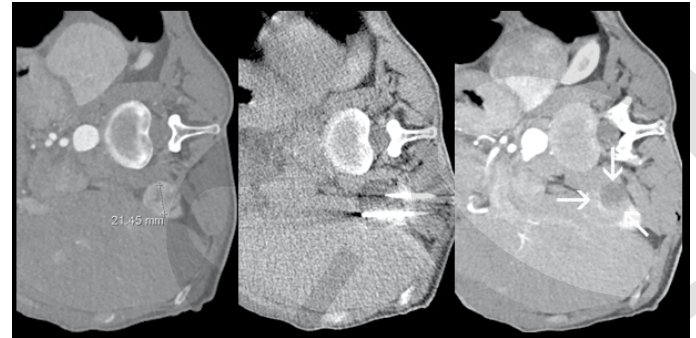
CT-gesteuerte Kryoablation eines T1a Nierenzellkarzinoms bei einem 60-jährigen Patienten. Die Behandlung erfolgte in Seitenlage in Analgosedierung und lokaler Anästhesie.
